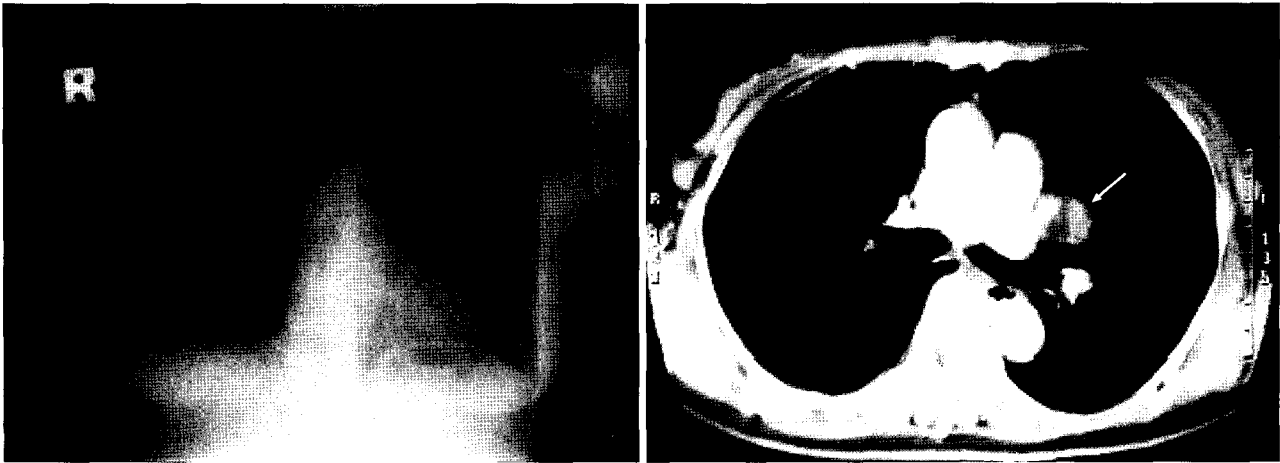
Chest PA shows a left peri-hilar mass. Chest CT reveals the exophytic growth of the endobronchial tumor around the left upper lobar bronchus.
